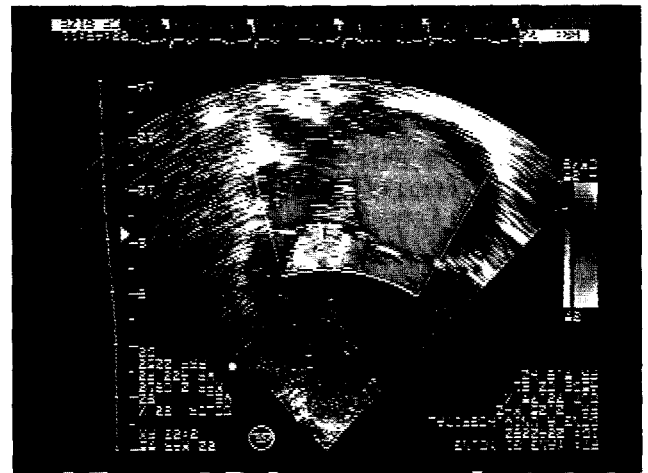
술전 심장 초음파 소견. 큰 심방중격결손을 통해 우심방에서 좌심방으로의 많은 혈류가 관찰된다.
